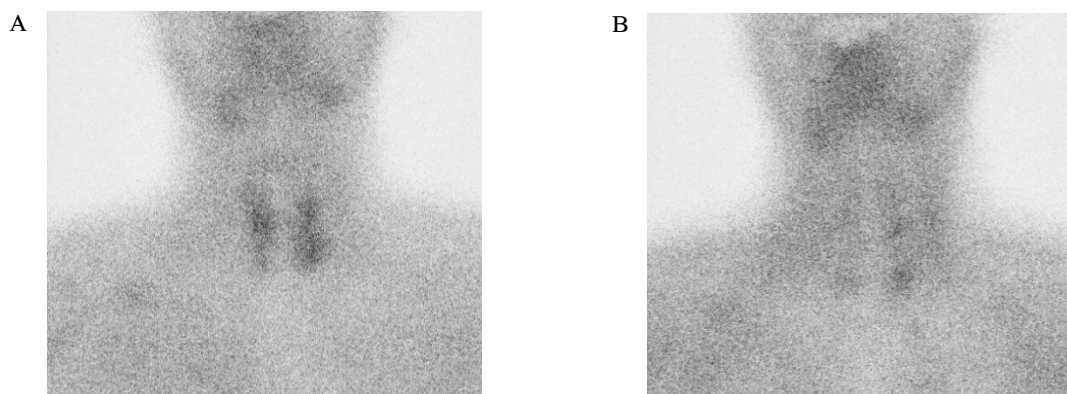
Parathyroid gland scintigraphy using ^{99m}Tc -sestamibi. A. The early image (10 min) showed a nodular hot uptake in the middle portion of the right thyroid, upper and lower poles of the left thyroid gland. B. In delayed image (2 hours), there was a hot uptake in the lower pole of the right thyroid gland.
